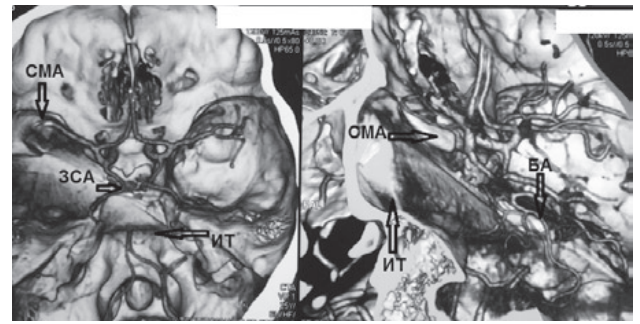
Компьютерно-томографическая ангиография головного мозга, 3D-реконструкция. Визуализируется металлическое инородное тело (лезвие ножа), проникающее из средней в заднюю черепную ямку.
